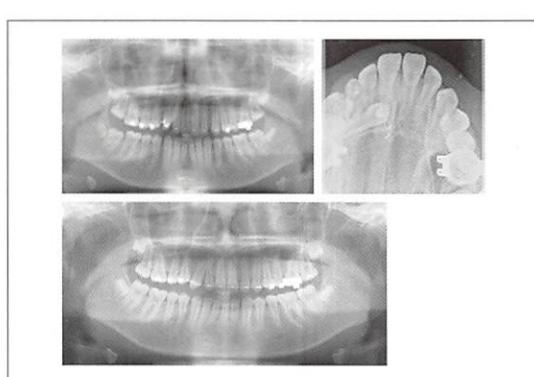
<症例3> 治療経過のパノラマX線写真およびオクルーザルX線写真
